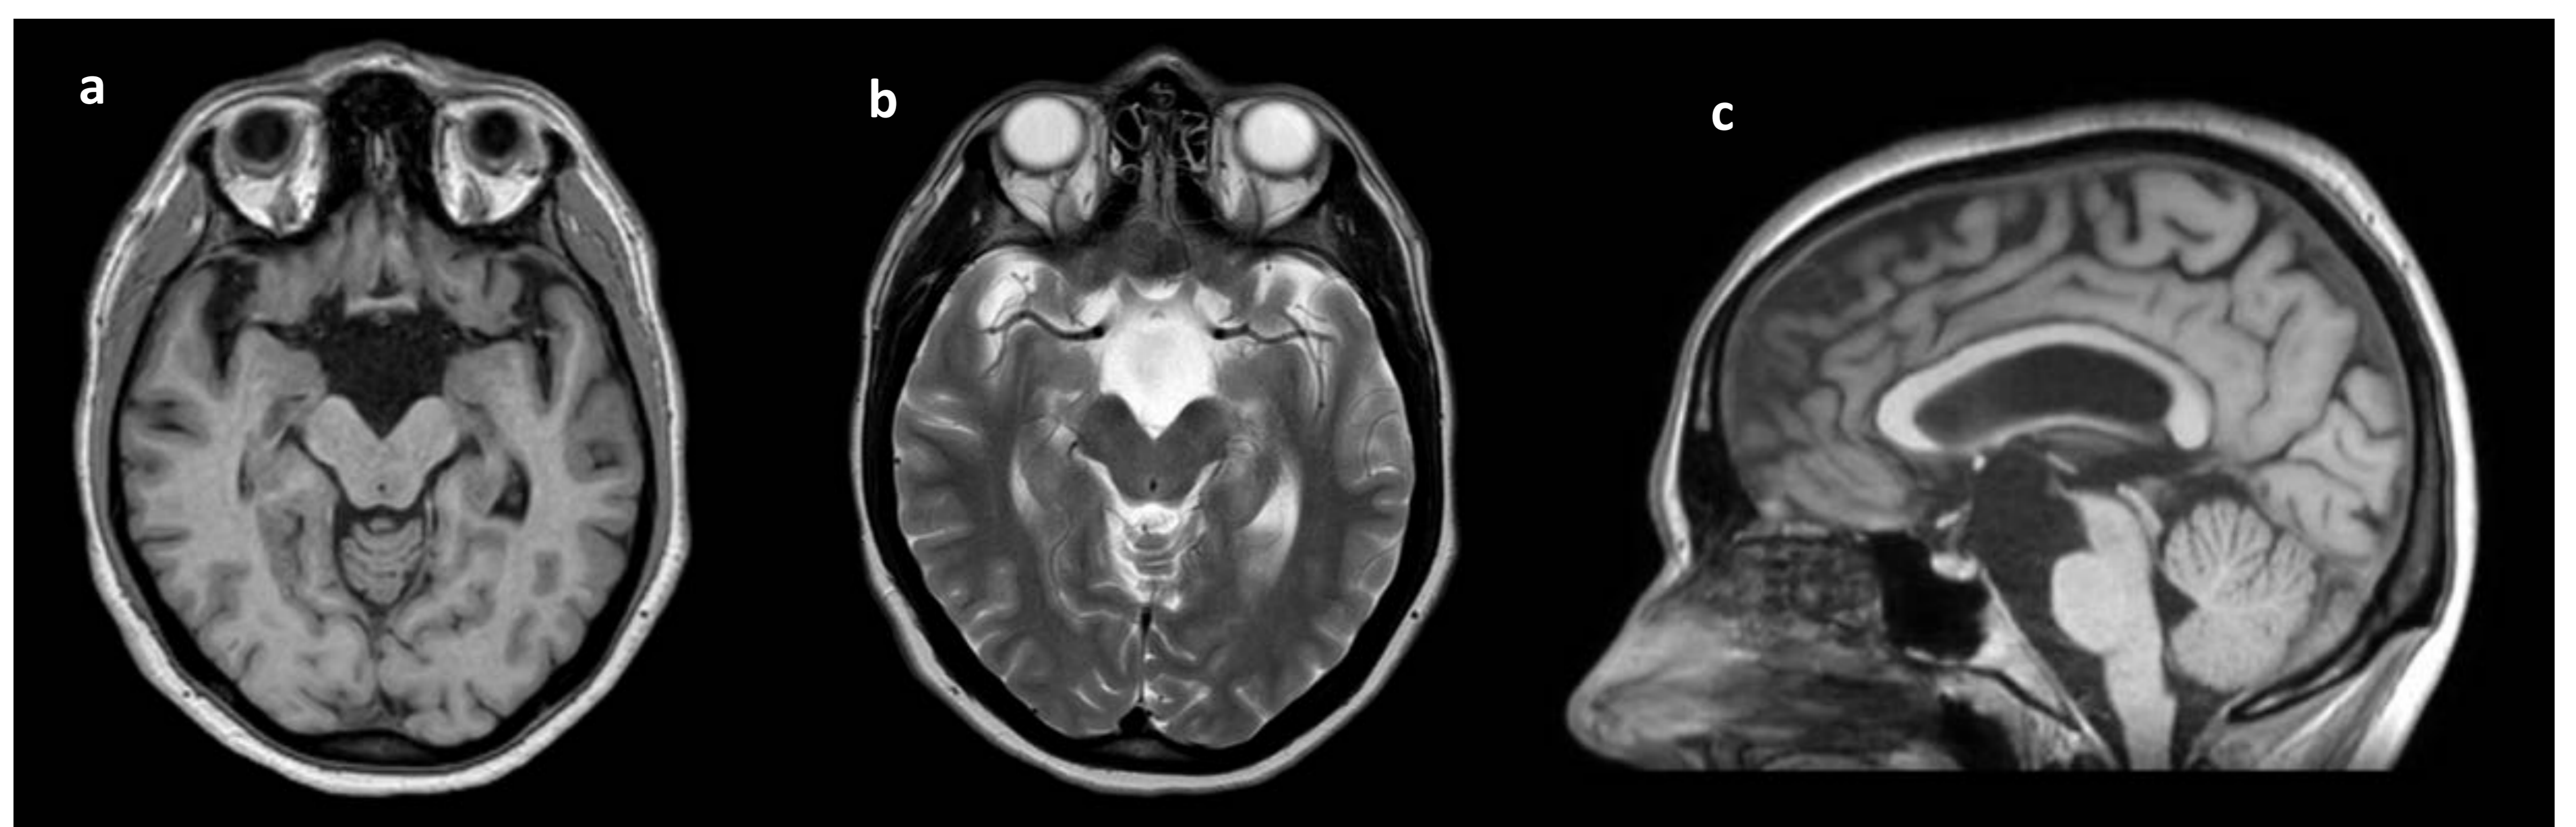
Cortes axiales de RM en T1 (a) y T2 (b) y corte sagital de RM en T1 (c). Se observa una lesión expansiva de características de señal idénticas al LCR, localizada en la cisterna interpeduncular y prepontina, extendiéndose hasta el tercer ventrículo, en relación con quiste aracnoideo. Condiciona un desplazamiento del tallo hipofisario y del quiasma óptico.
